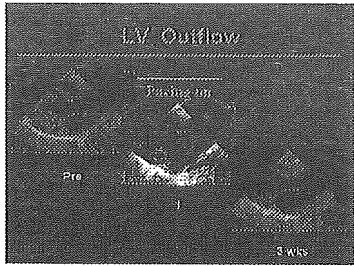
ペースメーカー刺激前、後の左室流出路部分の超音波画像。
